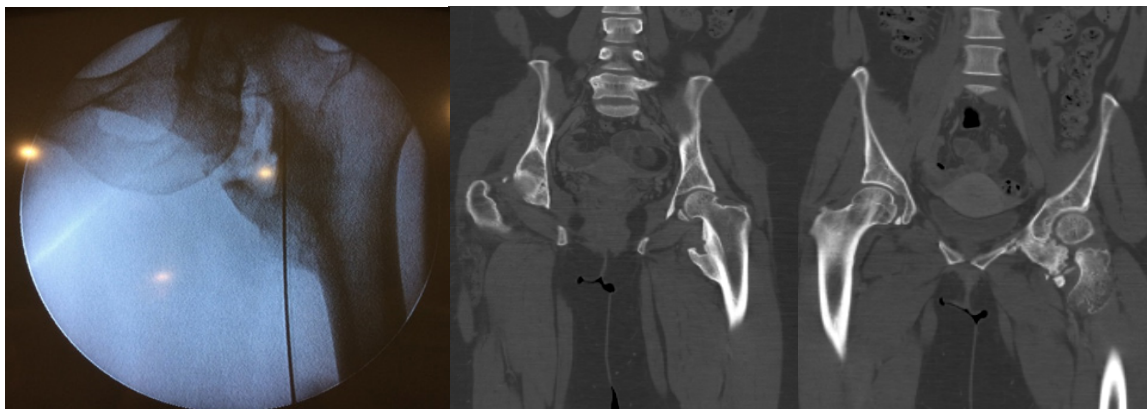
Imágenes de escopia intraoperatoria y de TC, corte coronal, donde se aprecian osificaciones heterotópicas en cadera izquierda afectando a la musculatura de la vertiente anterior y medial hasta la rama iliopúbica e isquiopúbica.
